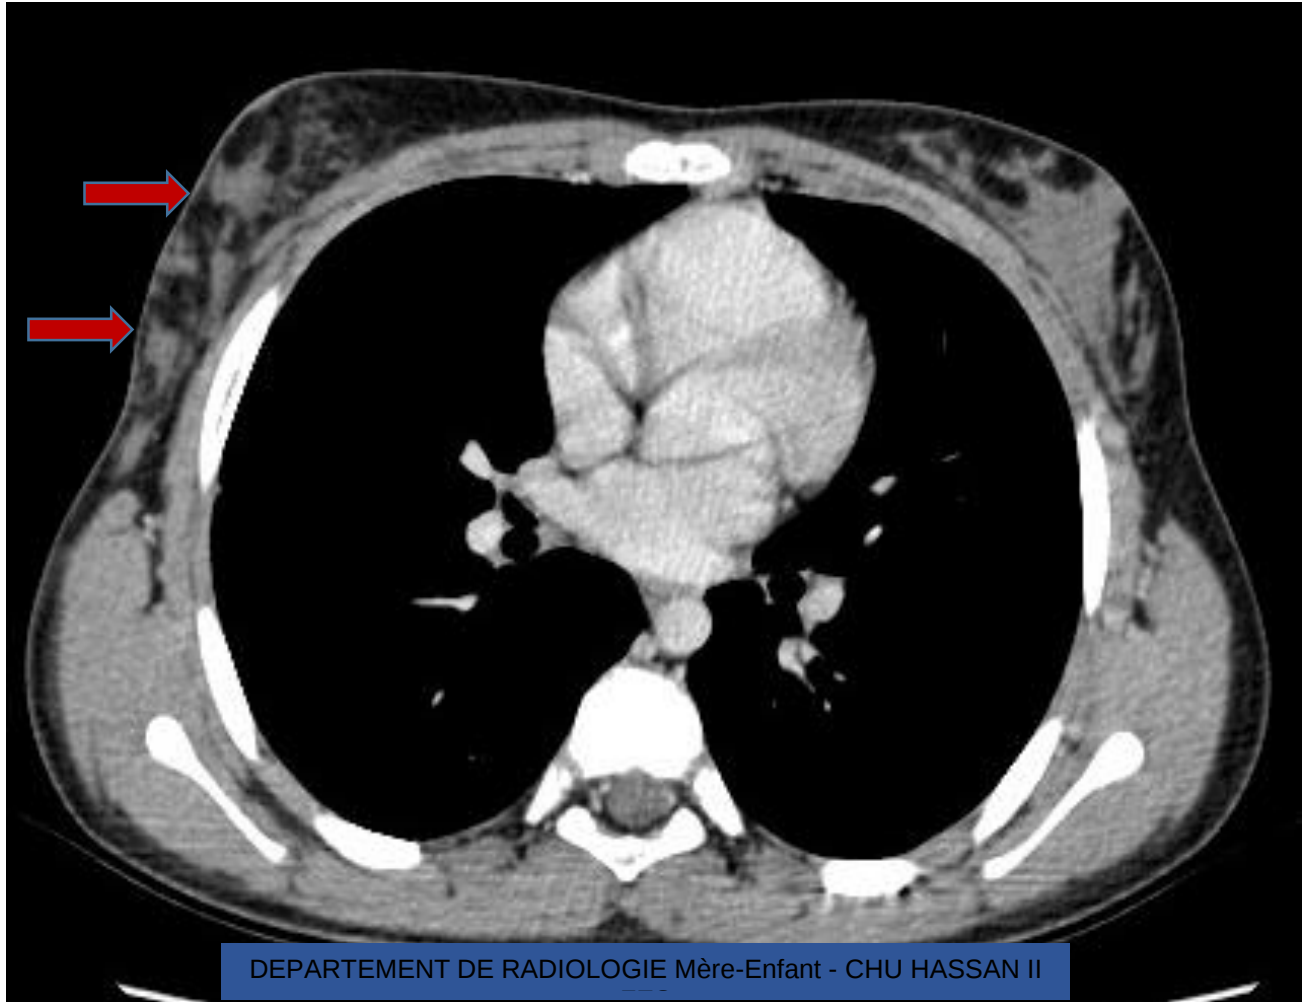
TDM thoracique en coupe axiale après injection de produit de contraste montrant plusieurs formations kystiques mammaires droites, hypodenses, étendues au prolongement axillaire.
